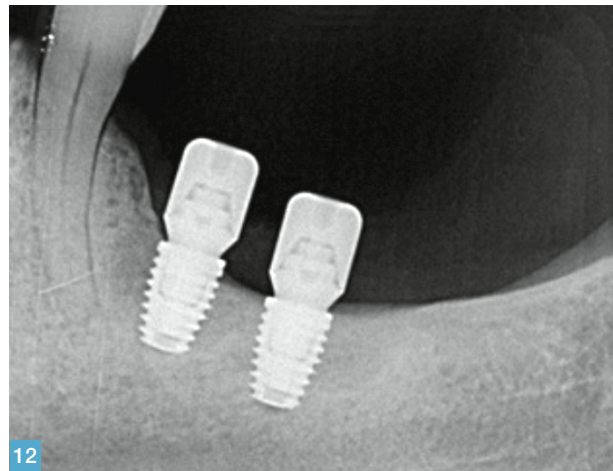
Sede 4.6 avvitato MUA macchinato, sede 4.7 avvitato MUA anodizzato. Fig. 11 Sutura. Fig. 12 Radiografia endorale postoperatoria.
